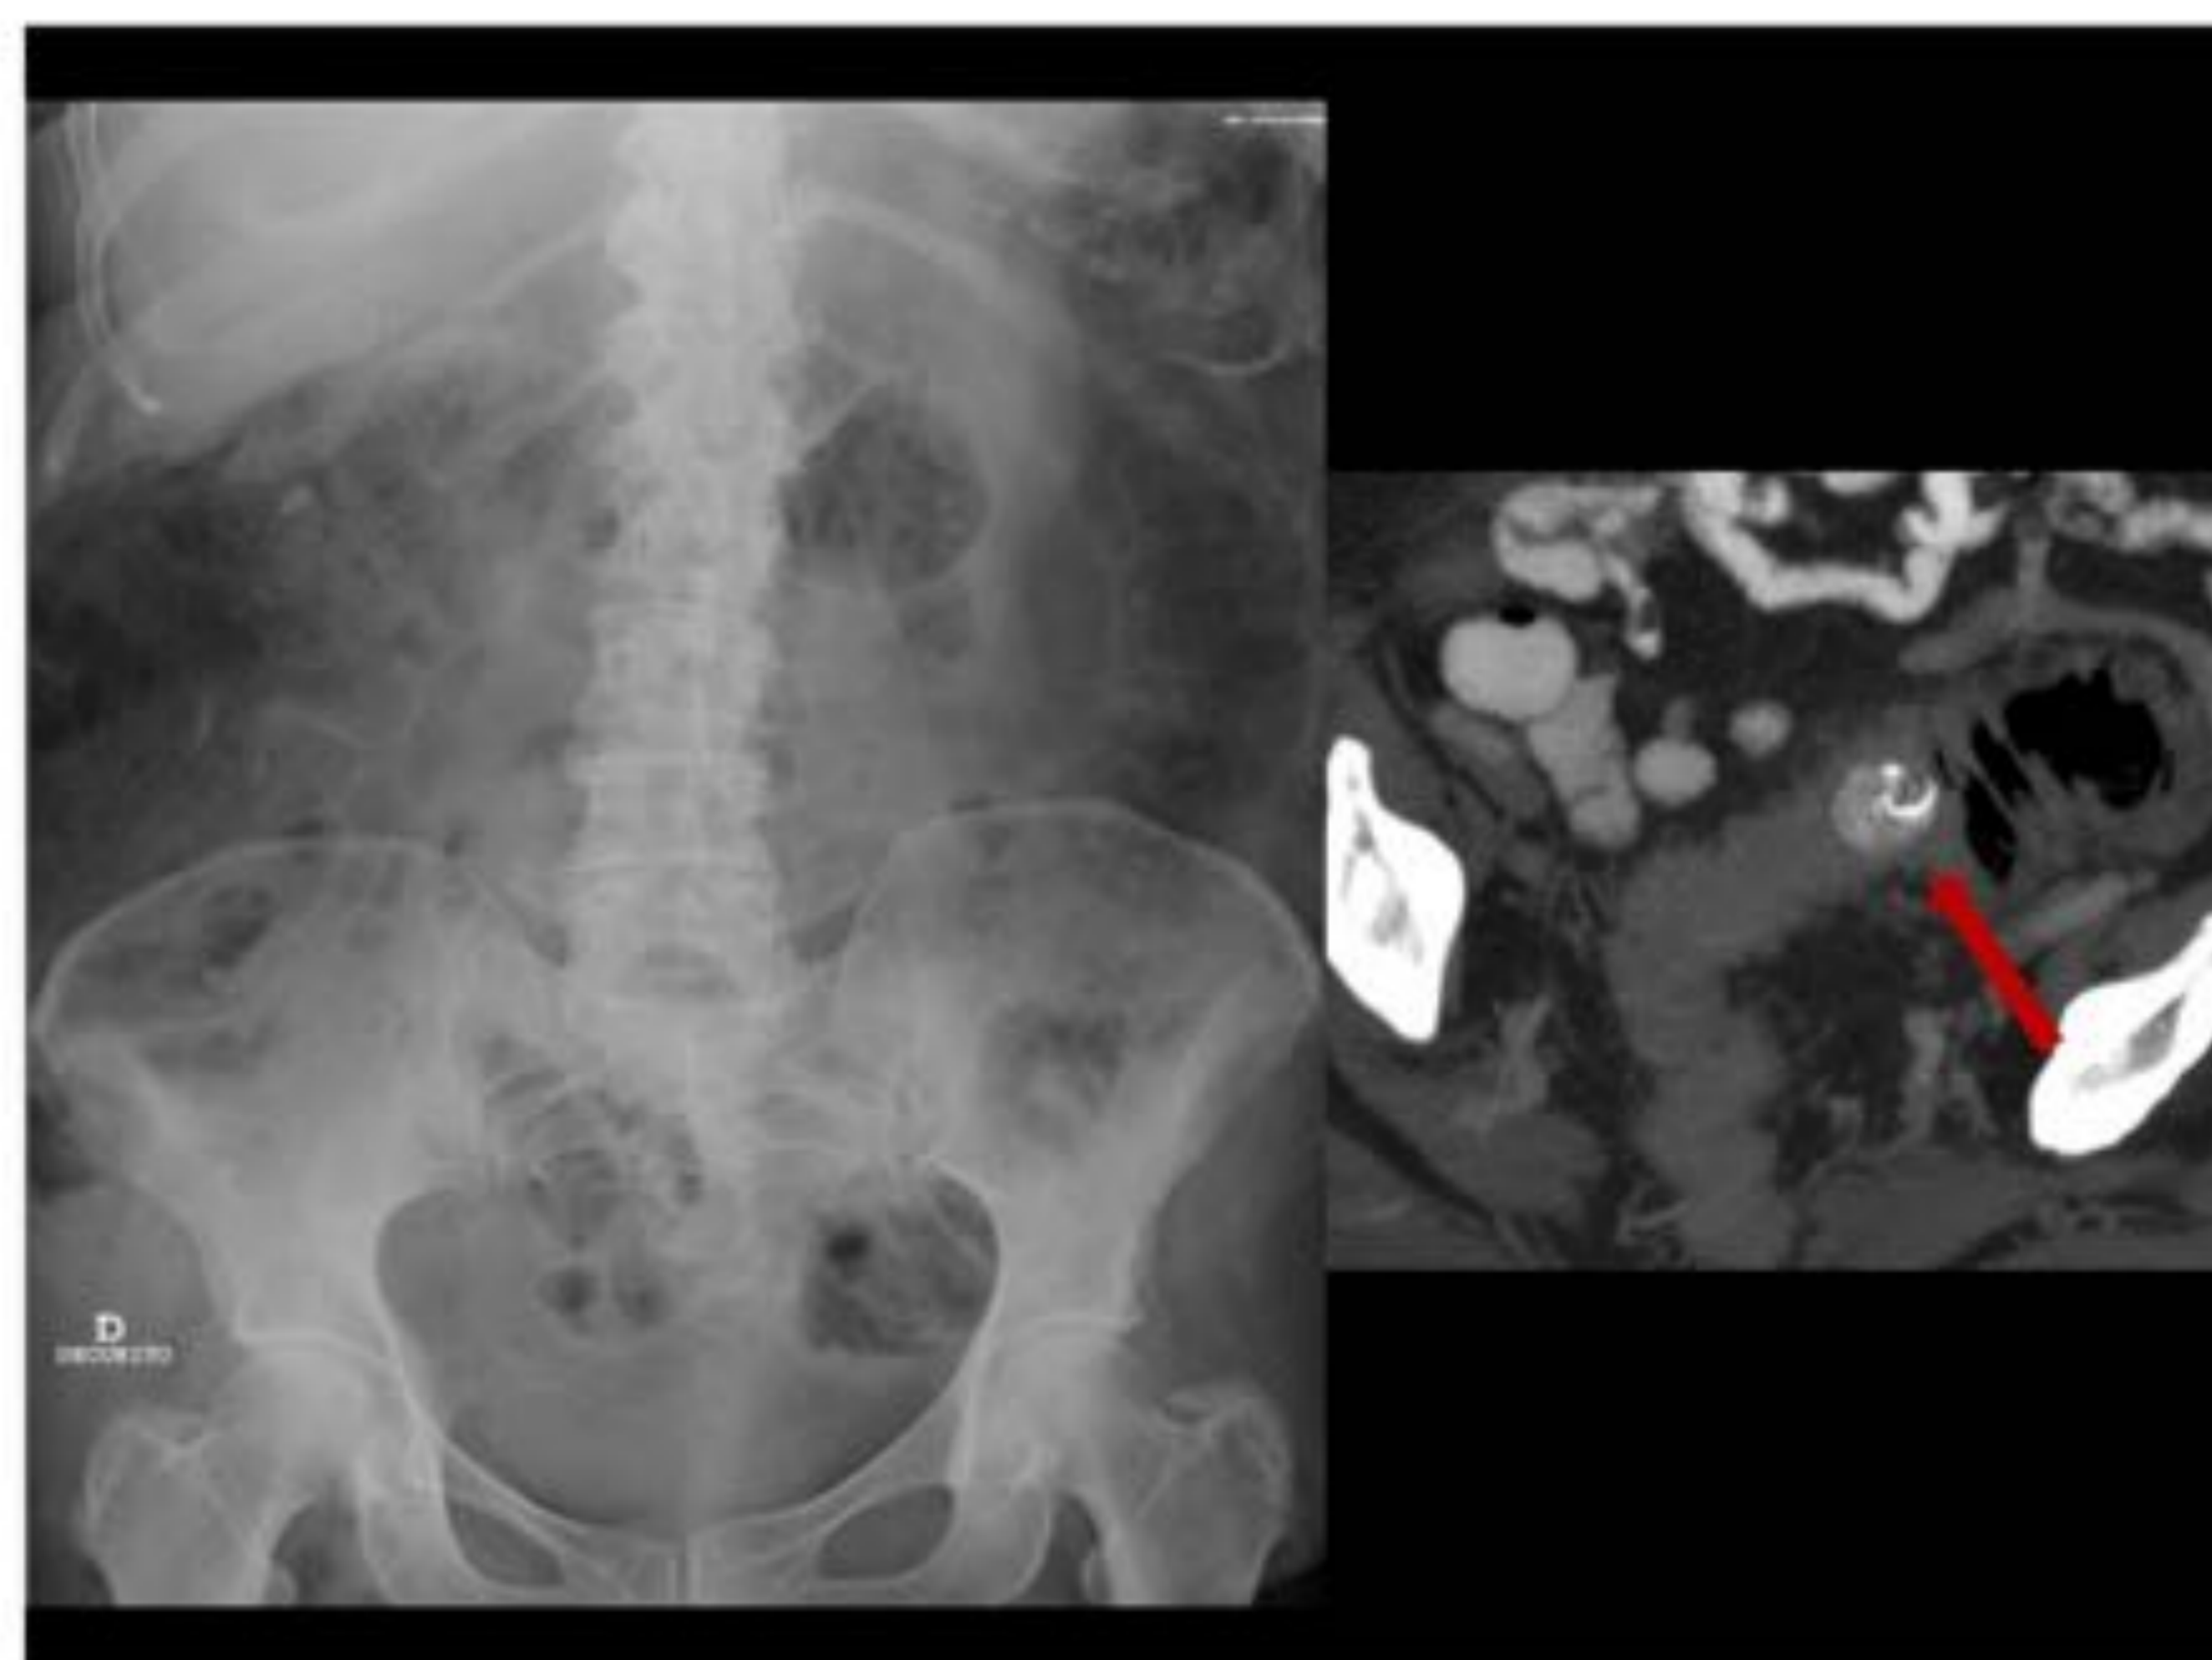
Radiografía simple y TC de abdomen. En la radiografía es difícil demostrar un cuerpo extraño. Sin embargo en TC, se confirma la existencia de un caracol (flecha).
